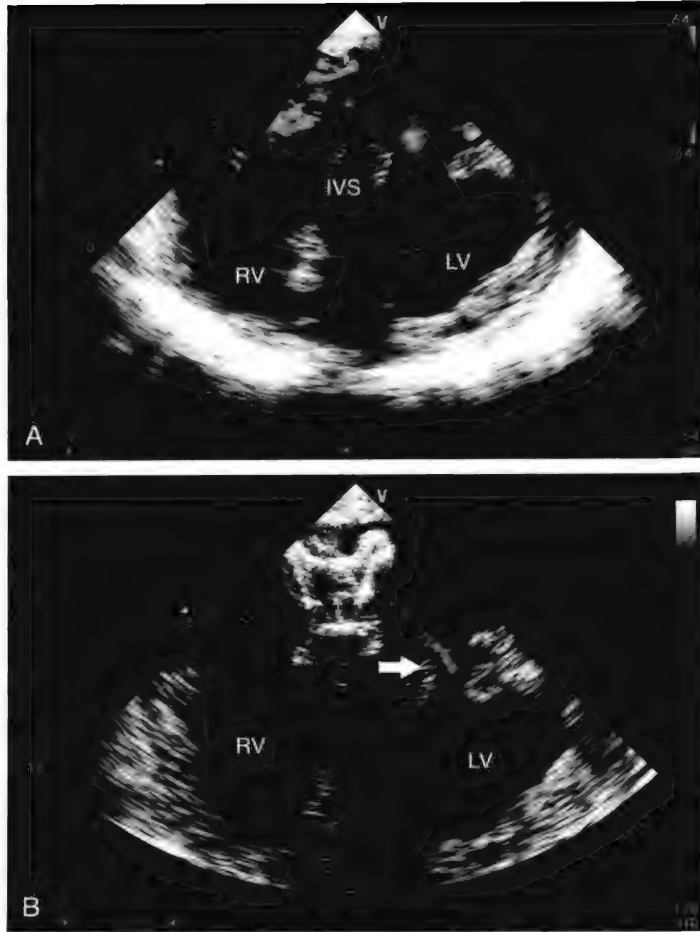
一个患者在急性下壁心肌梗死后第3天发生了临床病情恶化, 体检发现新发收缩期杂音。A, 造彩色多普勒在0°经食管-胃切面上可见心室水平存在左向右方向的分流, 这是室间隔缺损的特征性表现。B, 同一患者在经食管超声引导下经皮室间隔封堵术。VS, 室间隔; LV, 左心室; RV, 右心室; 箭头所示为输送导管; 为Amplatzer封堵伞。
